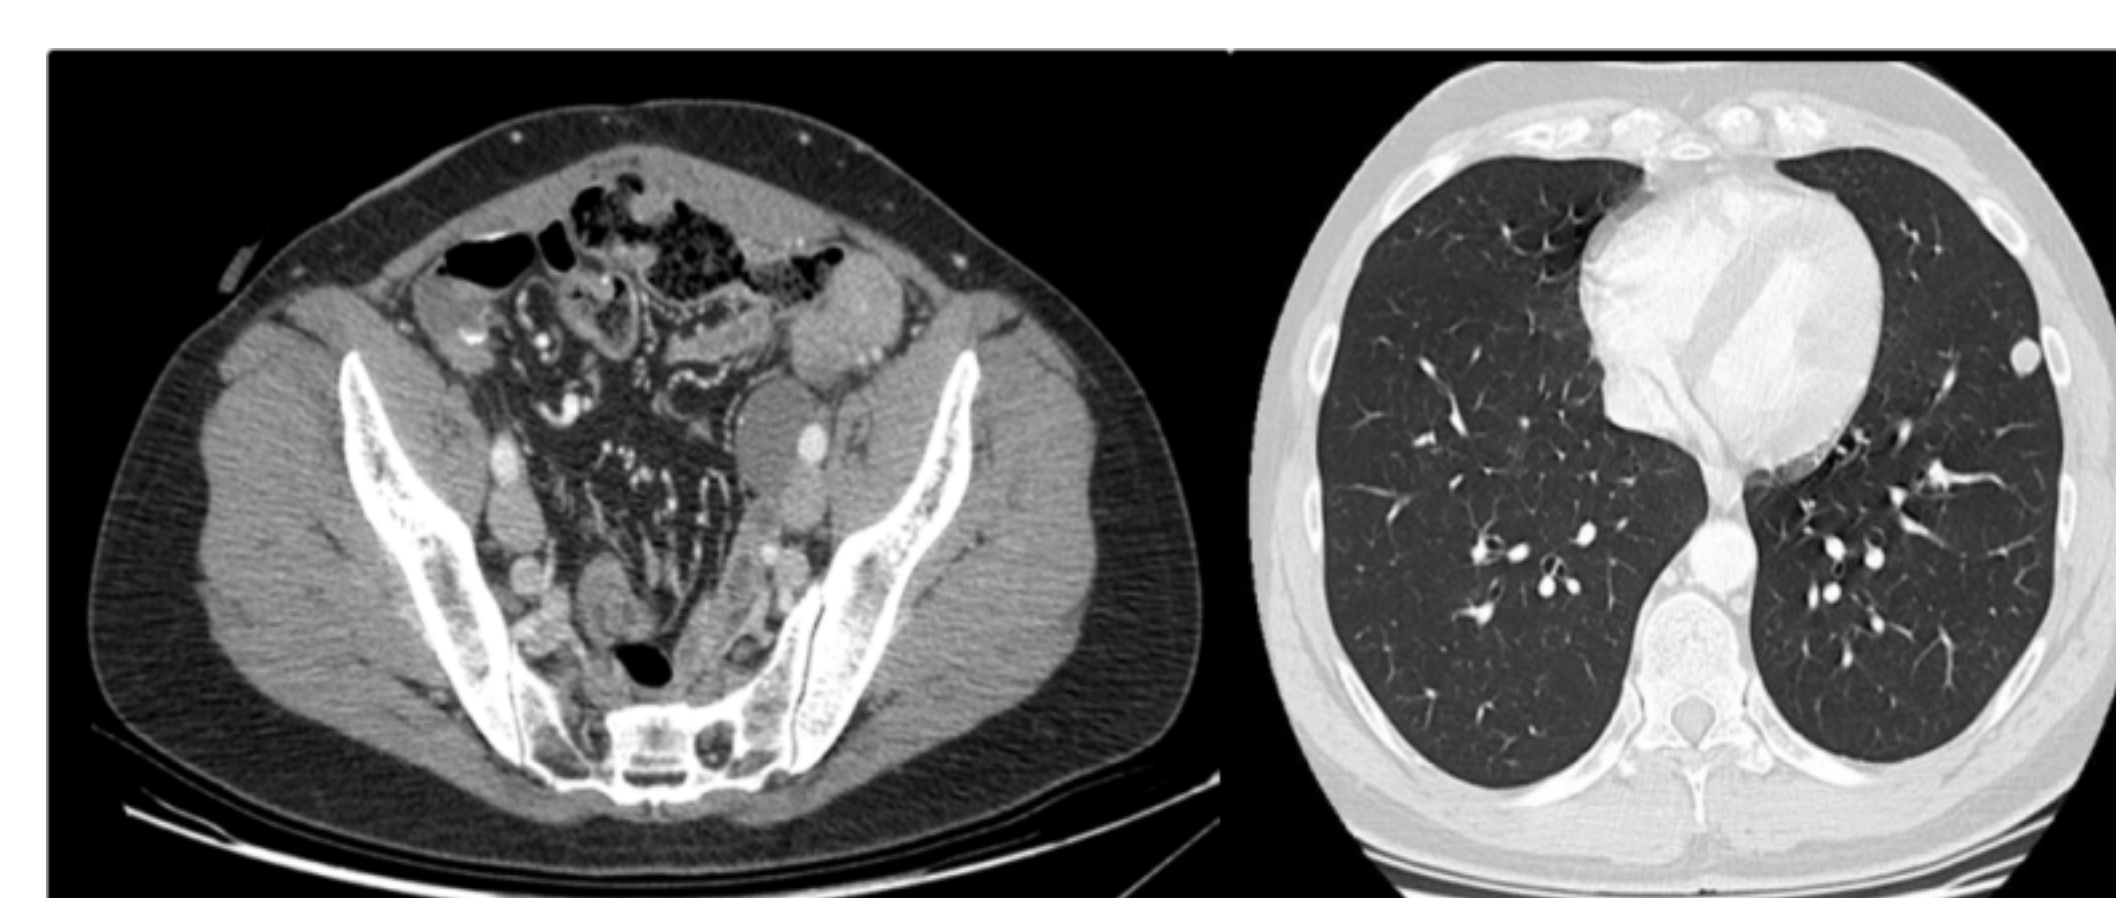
TC 11/2019: Crecimiento de nódulo pulmonar y adenopatías ilíacas externas bilaterales.
